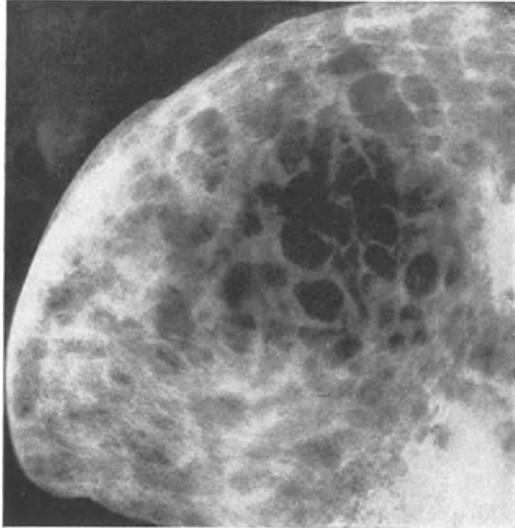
Zahlreiche den Knochen zerstörende Myelomknoten einer Beckenschaufel (Röntgenbild). (S.R.).
